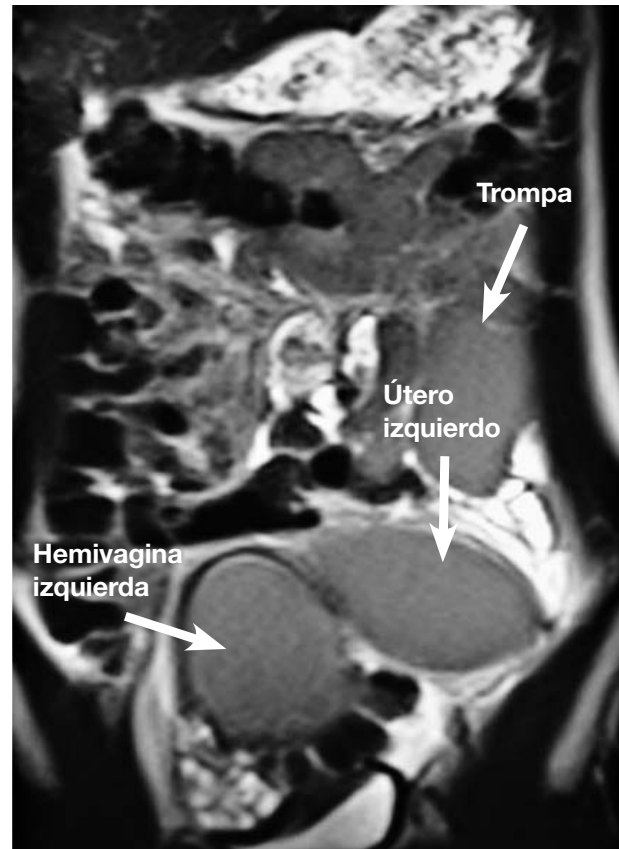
Imagen resonancia magnética observando hematocolpos, hematómetra y hematosalpinx.
